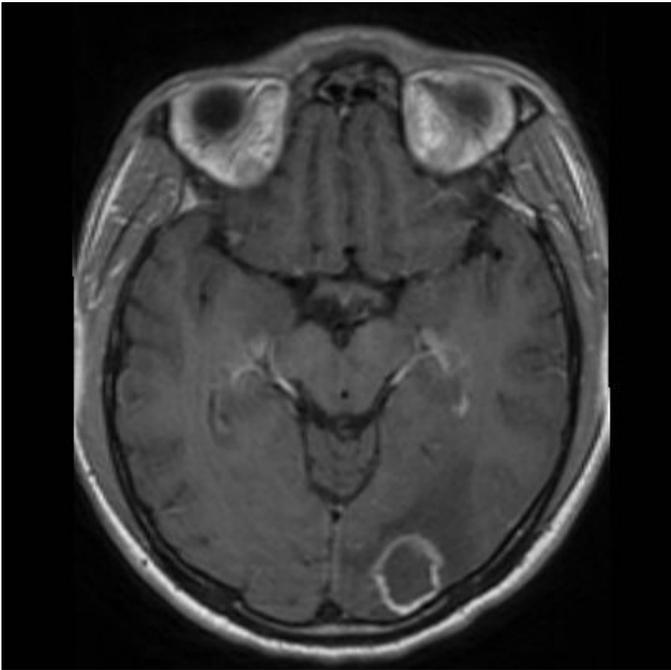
RMN cerebral con imágenes anulares sugestivas de toxoplasmosis cerebral.
